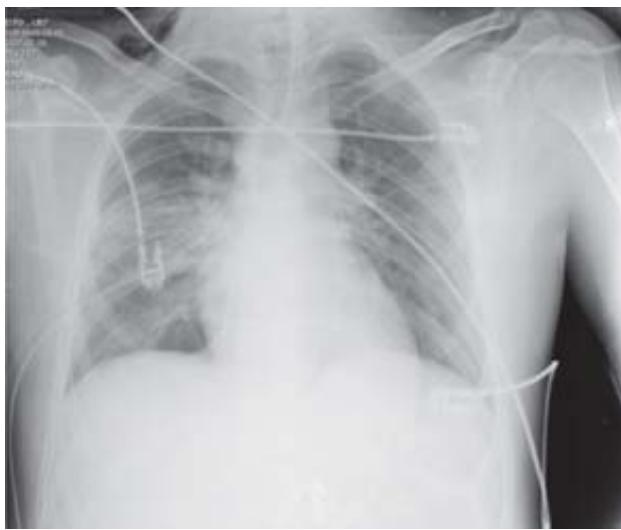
Radiografía AP portátil del paciente en UCI, en la que se observa cánula orotraqueal, sonda endopleural derecha, con adecuada expansión de ambos pulmones.
